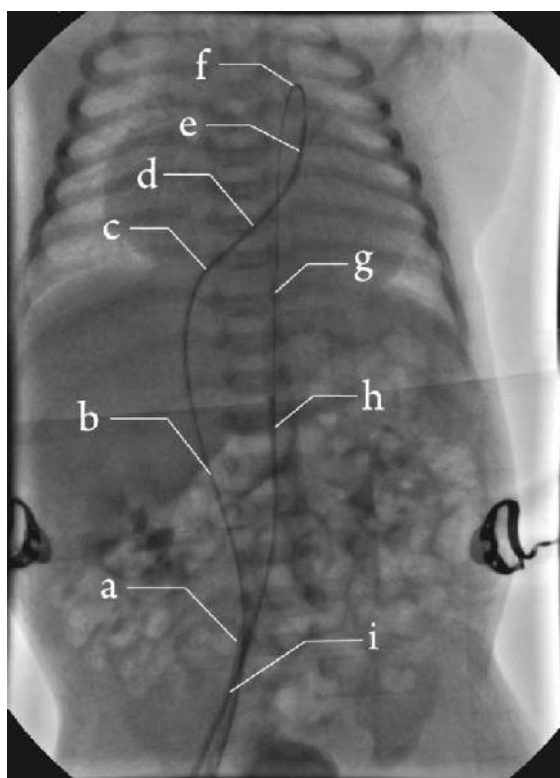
Рентгеноскопічне зображення провідника заведеного через венозний інтродюсер, нижню порожнисту вену, праве передсердя, правий шлуночок, клапан легеневої артерії, легеневу артерію, ВАП, низхідну аорту та виведено назовні через артеріальний інтродюсер (а-венозний інтродюсер з катетером та провідником, b-катетер з провідником в нижній порожнистій вені, c- катетер з провідником в правому передсерді, d- катетер з провідником в правому шлуночку, e- катетер з провідником в вихідному тракті правого шлуночка, f-провідник в ВАП, g-провідник в низхідній аорті, h-катетер з провідником в низхідній аорті, i-артеріальний інтродюсер з катетером та провідником.
